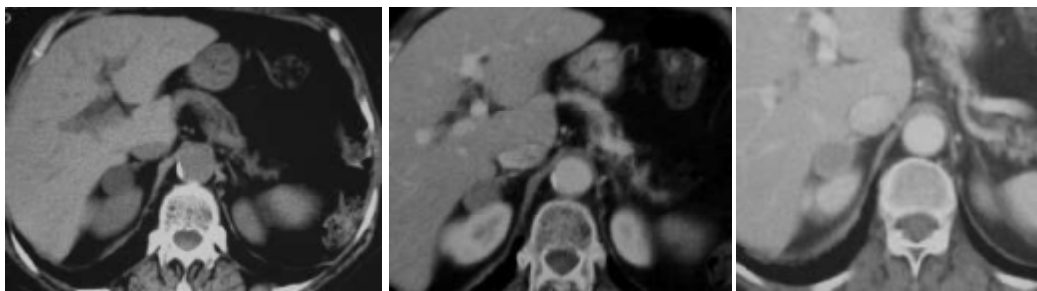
Adénome. TDM coupes axiales : sans (A), avec injection (B) ; avec un temps tardif (C). Masse surrenalienne droite, inférieure à 3 cm, de densité basse, inférieure à 10-15 UH sans injection. La prise de contraste est modérée après injection, avec wash out rapide. [136]
